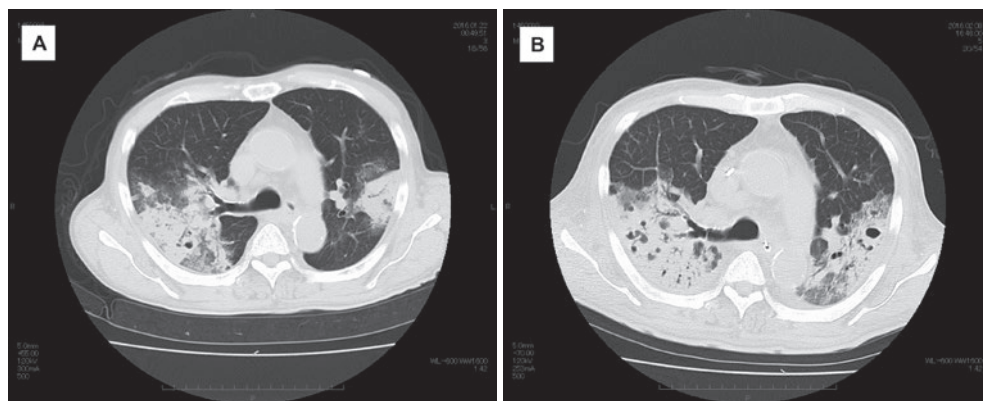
胸部 CT 所見。(A) 入院時、両側上下葉に気管支透亮像と空洞影を伴った浸潤影を認めた。(B) 第 18 病日、両上下葉の浸潤影の増悪があり、浸潤影内部の空洞性病変も増加を認めた。
